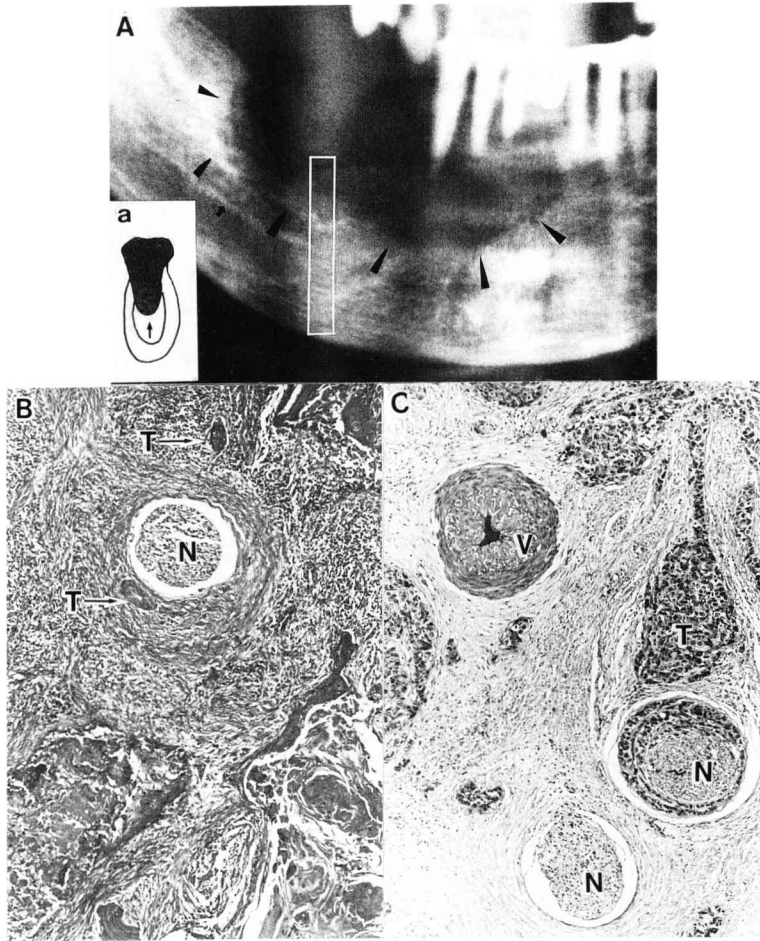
A : Radiograph showing an invasive bone resorption.
